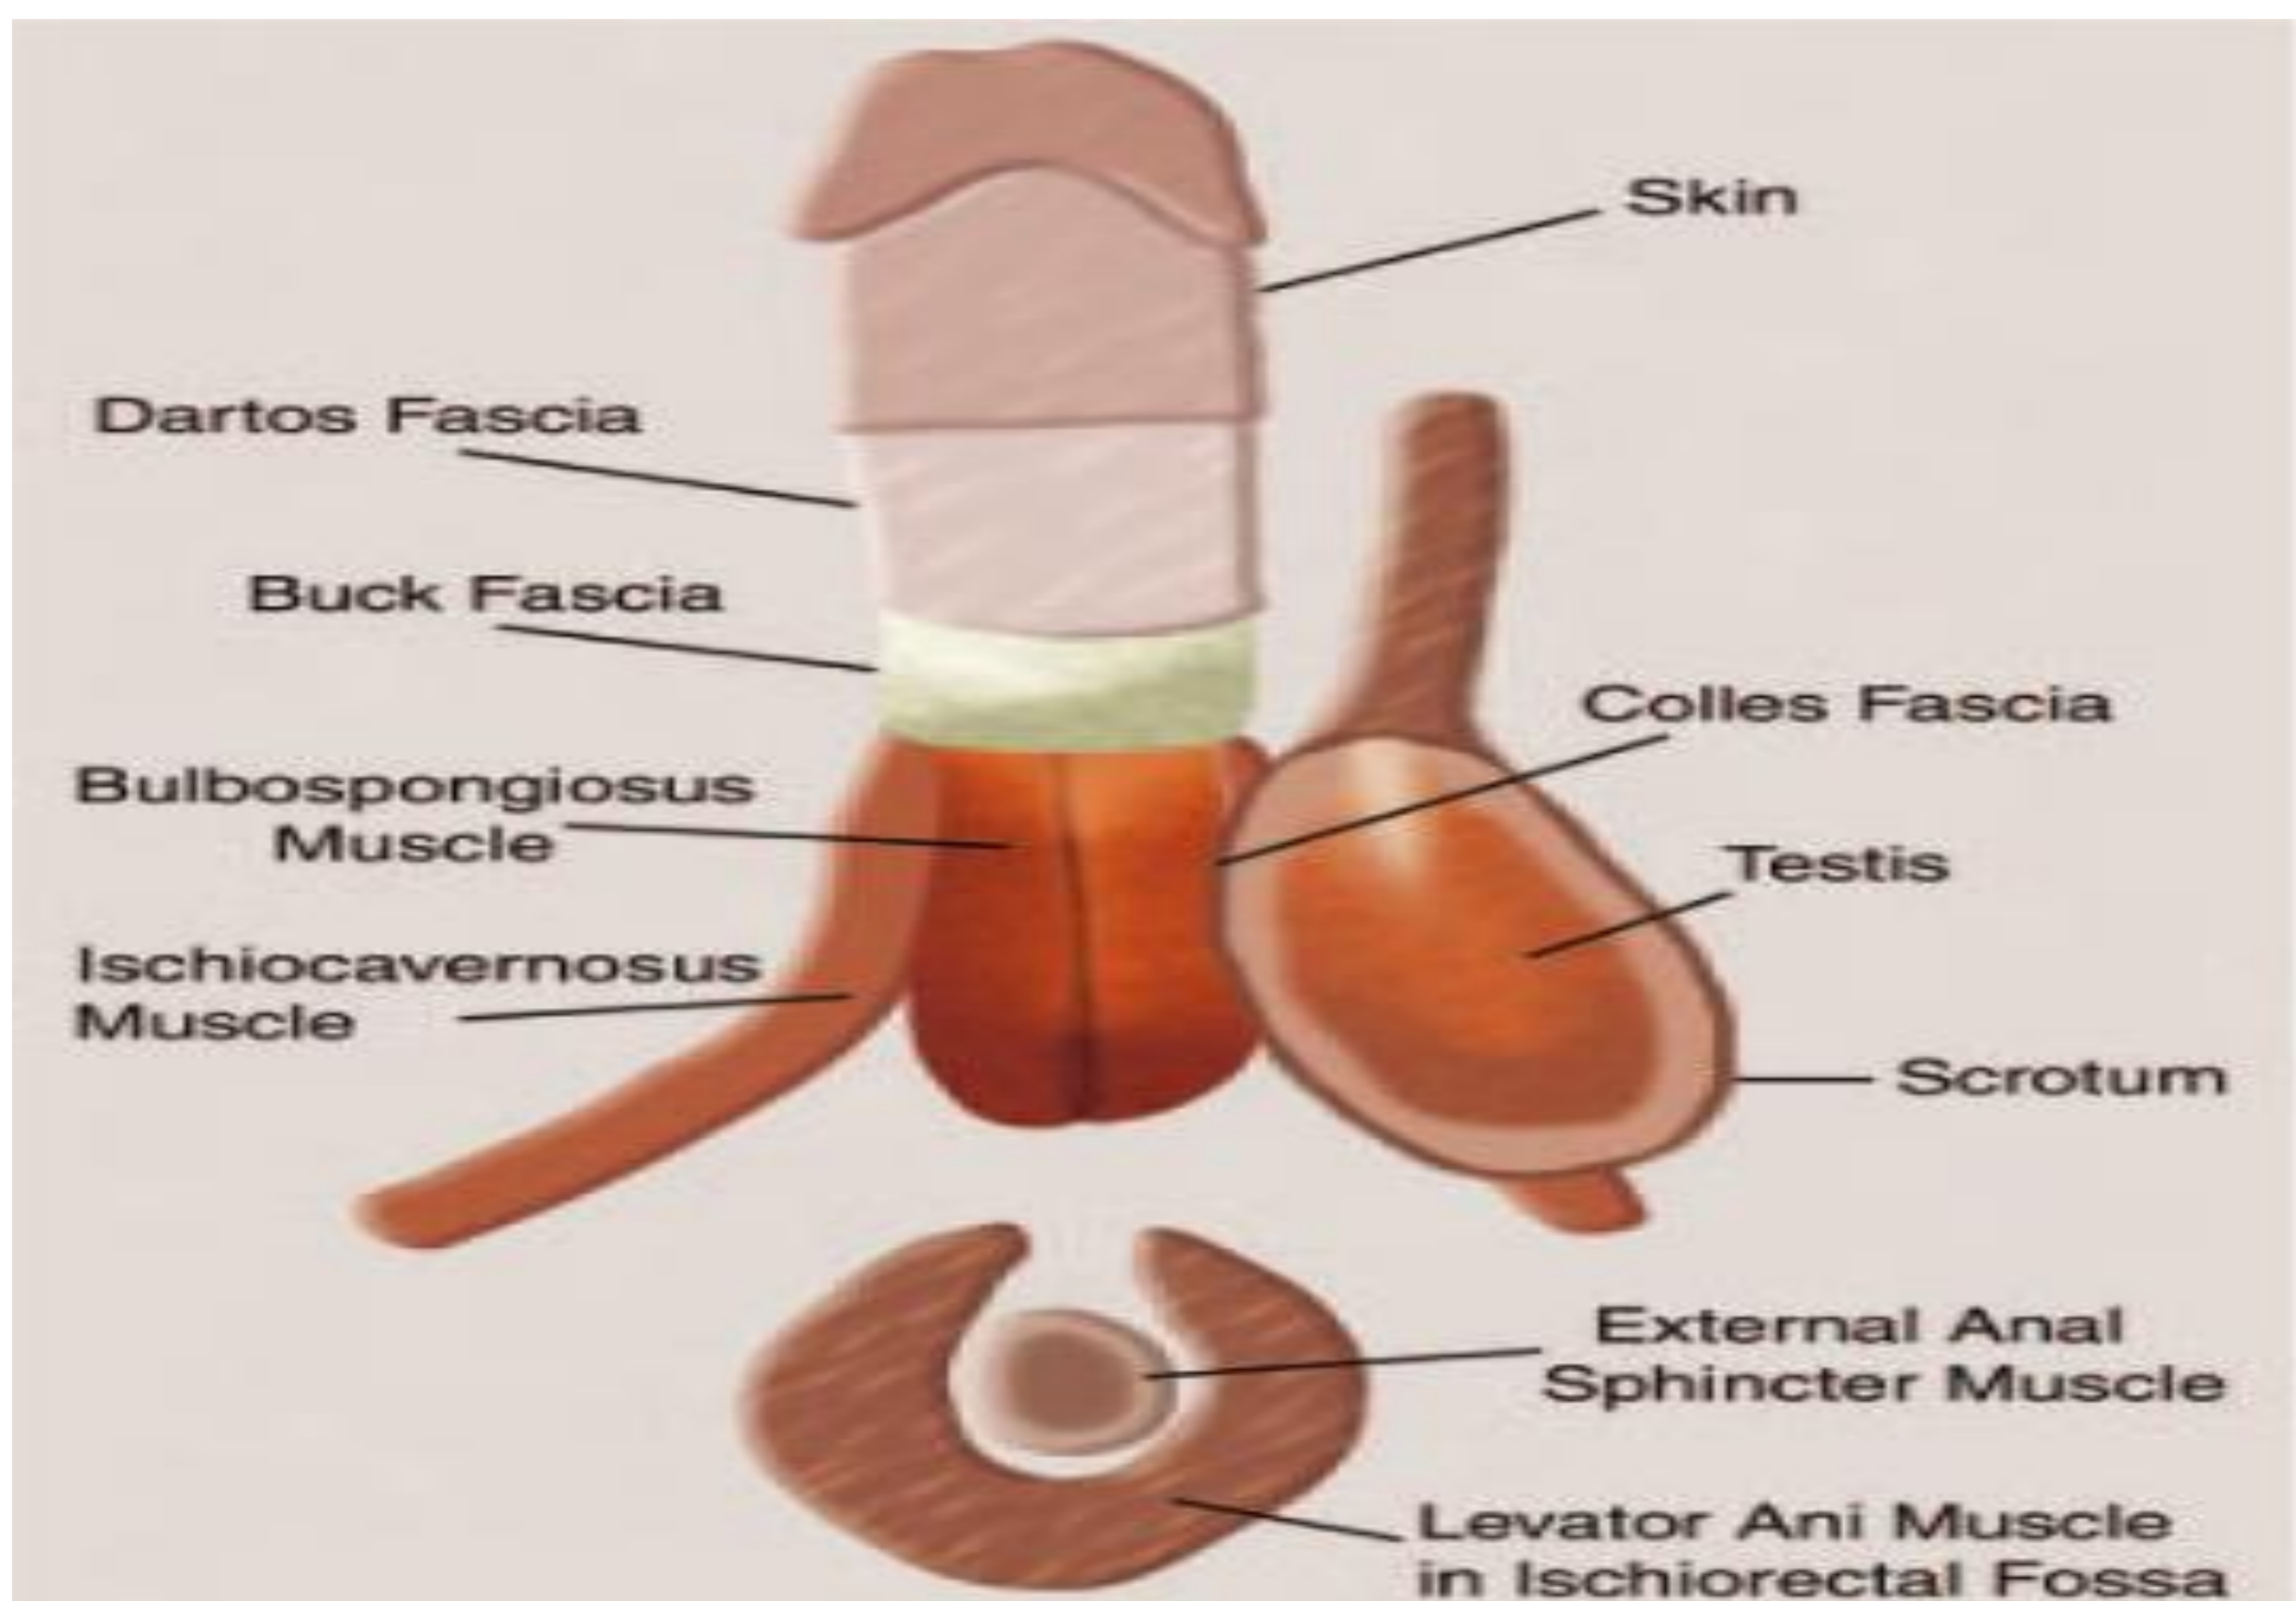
Imagen que ilustra la anatomía perineal y los planos fasciales. Fuente: Levenson RB, Singh AK, Novelline RA. Fournier Gangrene: Role of Imaging. RadioGraphics 2008; 28:519–528.
